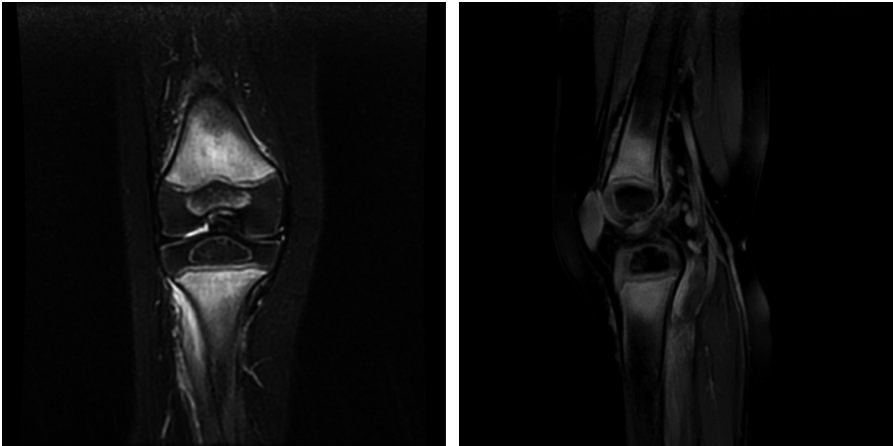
Immagini RM con sequenze STIR.
